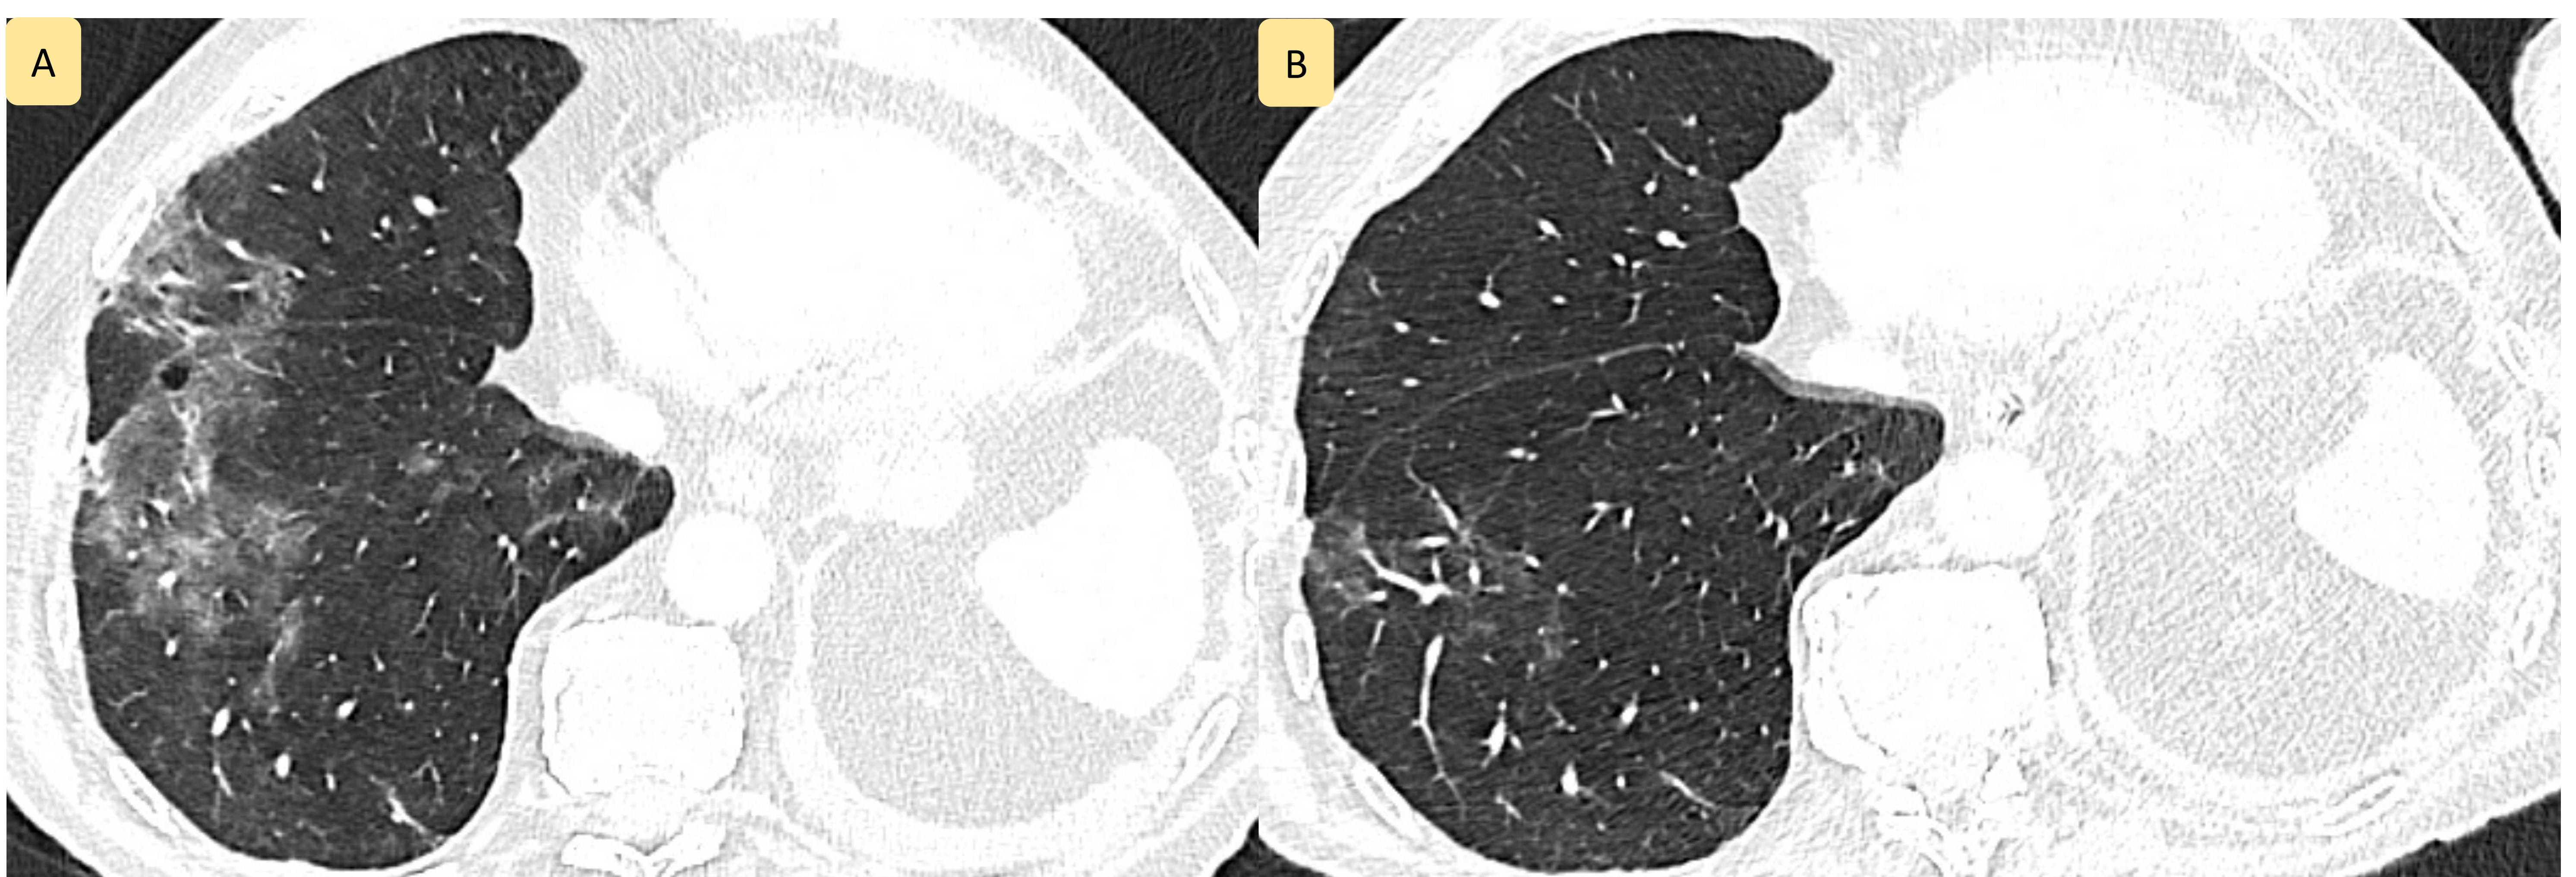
Paciente inmunosuprimido con neumonía aguda. (A) TC torácica que muestra aparición de opacidades multifocales en vidrio deslustrado asociadas a la presencia de algún quiste de pared fina, de predominio en lóbulos inferiores. (B) TC torácica a los 15 días del mismo paciente, en la que se observa práctica resolución de afectación parenquimatosa pulmonar, con persistencia de alguna área tenue en vidrio deslustrado y sin evidencia de lesiones quísticas. Se confirmó neumonía por *Pneumocystis jirovecii*.
